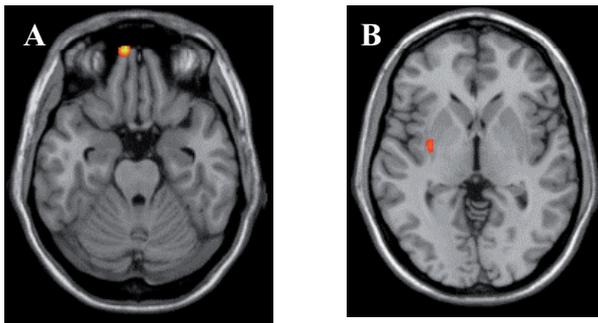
Imagen RM morfométrica plano axial (A y B) donde se pone de manifiesto en color el área con atrofia selectiva: en A sustancia gris orbitofrontal derecha y en B putamen derecho.
